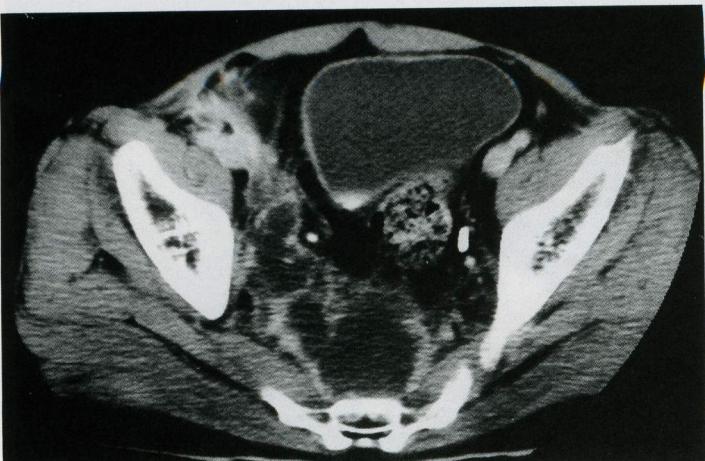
Pelvic CT scan reveals a large abscess between the rectum and the sacrum.
